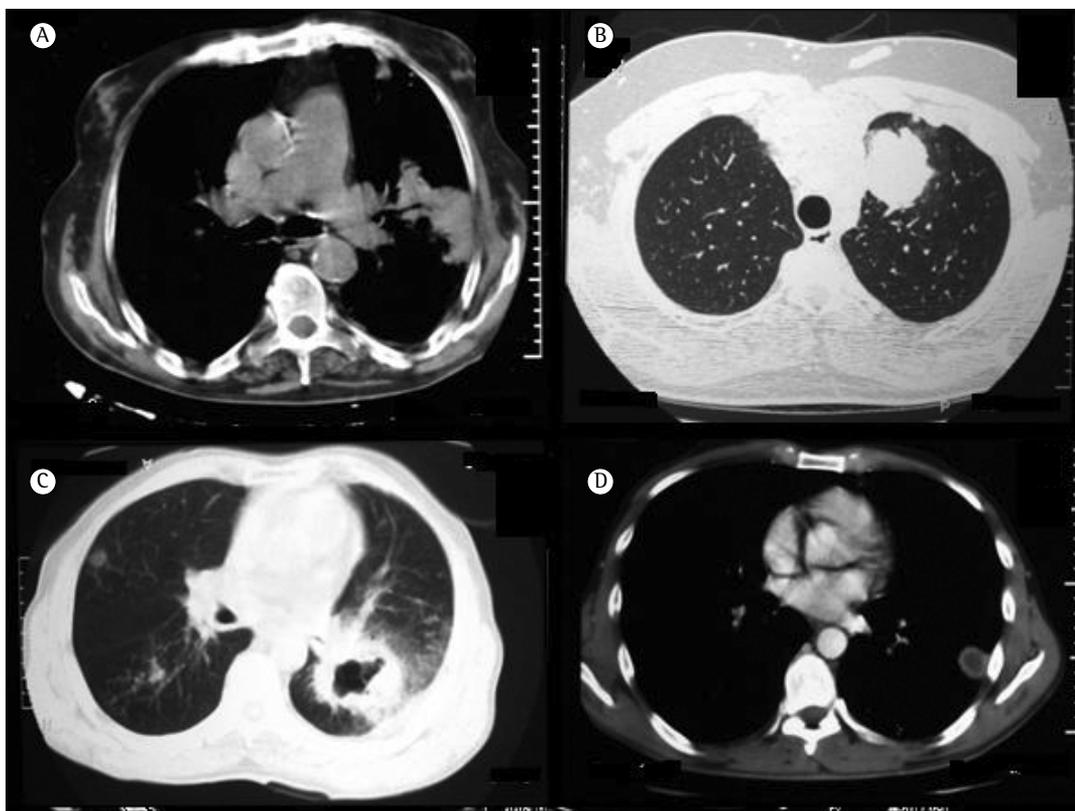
Cortes de TC helicoidal mostrando contornos de massa pulmonar irregular (em A; paciente masculino, 77 anos) e dos tipos bocelado (em B; paciente masculino, 30 anos), espiculado (em C; paciente masculino, 64 anos) e regular (em D; paciente masculino, 36 anos).
